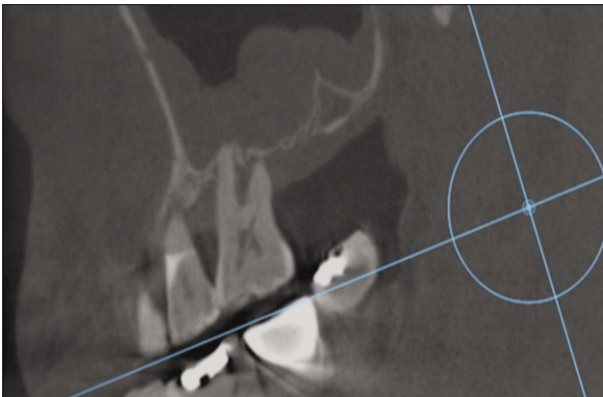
Sinus membrane thickening on preoperative dental CT.
